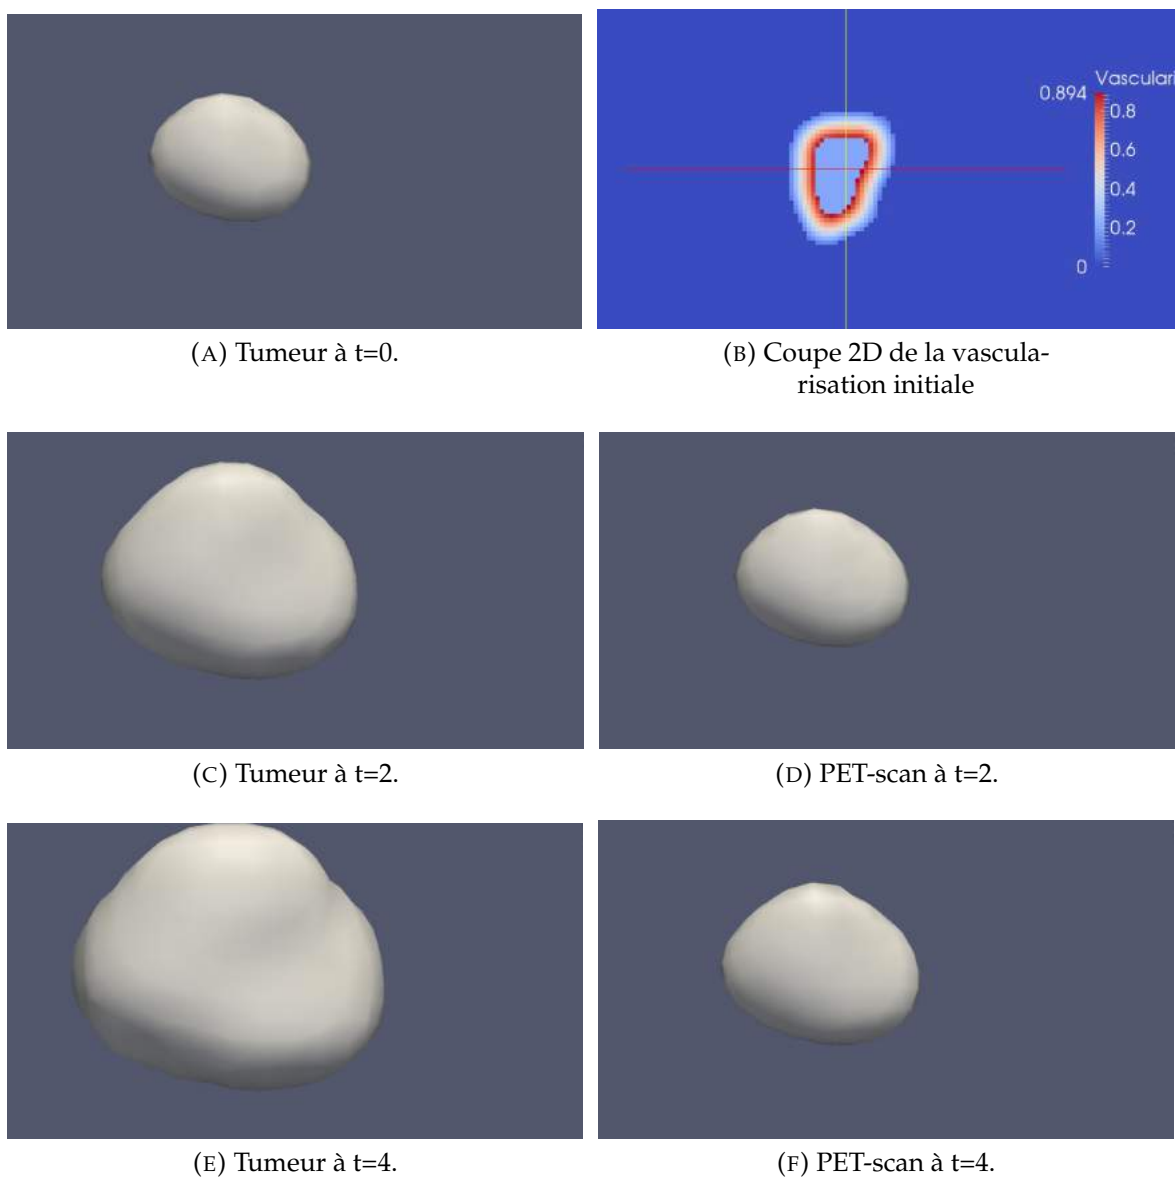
Évolution d'une tumeur et de son PET-scan en 3D.
